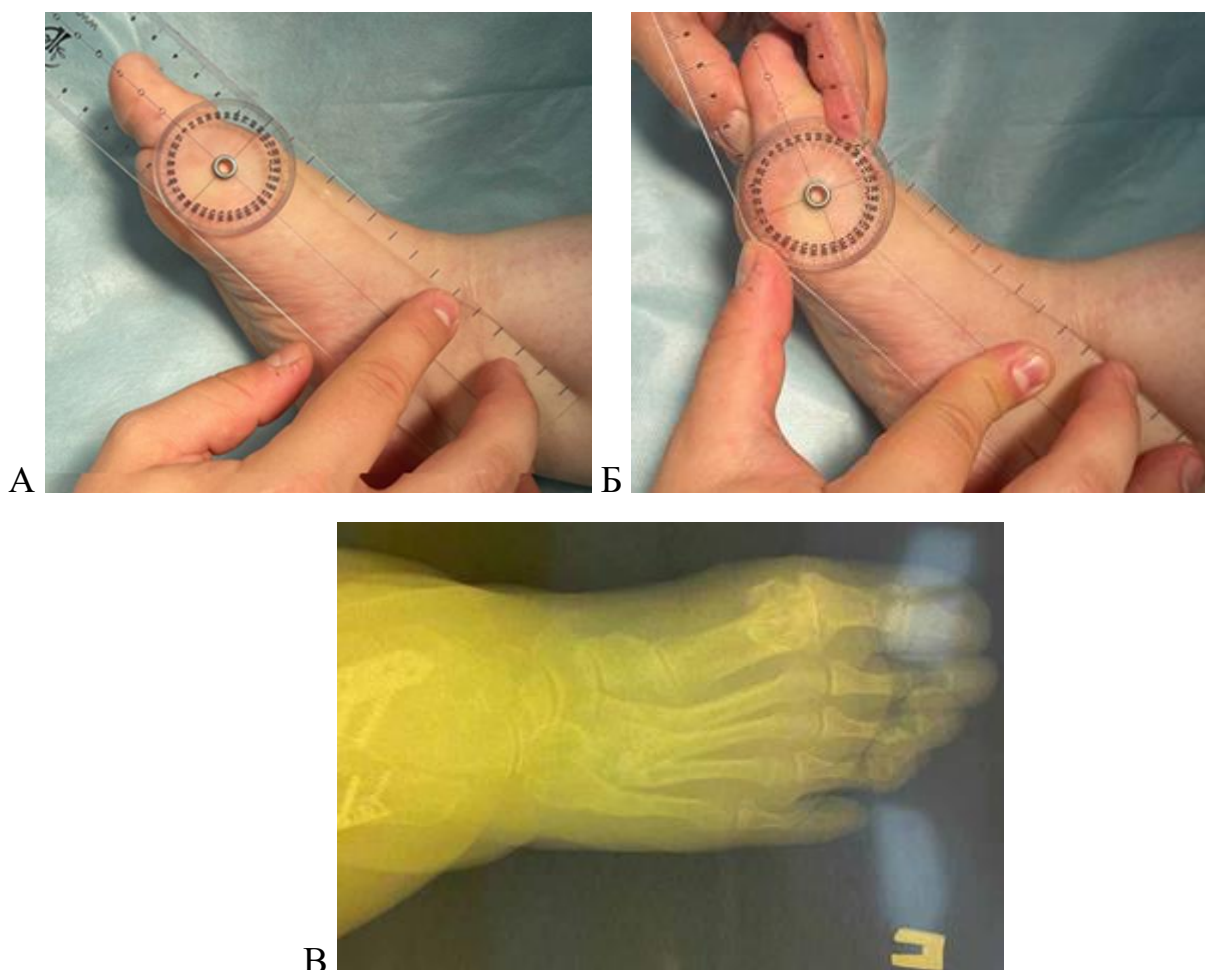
Результаты предоперационного обследования пациентки Л., 52 лет с диагнозом Остеоартроз 1 ПФС правой стопы 4 ст. по Coughlin-Shurnas: А,Б – внешний вид правой стопы, выполнение гониометрии; В – рентгенограмма правой стопы в прямой проекции. Суставная щель 1 ПФС не прослеживается, признаки субхондрального склероза, медиальные и латеральные остеофиты головки первой плюсневой кости и основания основной фаланги первого пальца. Угол M1P1 10°.
